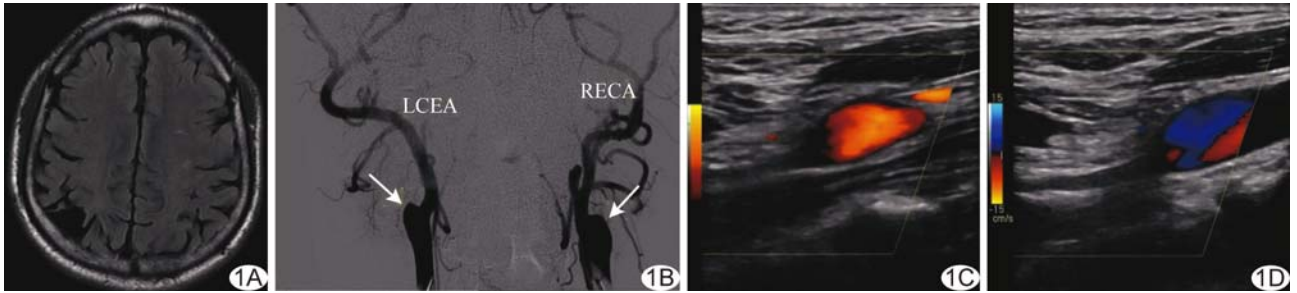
双侧颈内动脉先天闭塞 A. MR 图像; B. 脑血管造影图像(箭示颈内动脉起始端; LECA: 左侧颈外动脉; RECA: 右侧颈外动脉); C. 右侧颈内动脉彩色多普勒超声; D. 左侧颈内动脉彩色多普勒超声
